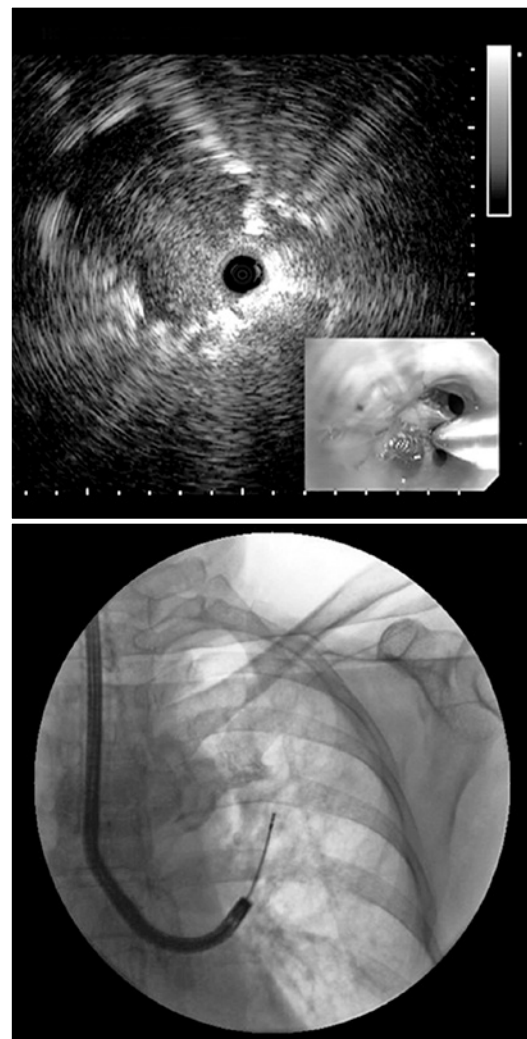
Ultrassonografia endobrônquica radial e biópsia transbrônquica guiada por fluoroscopia
